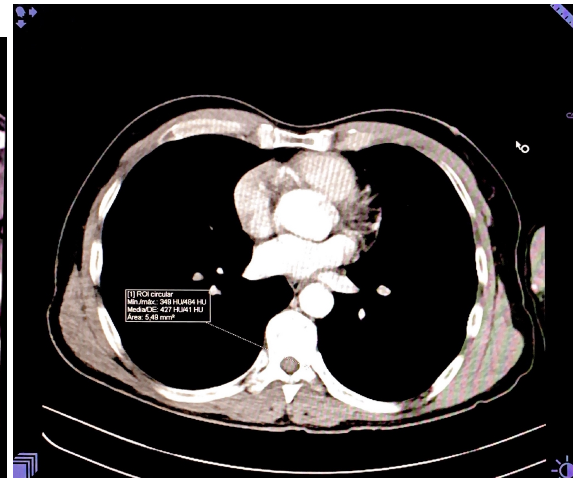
Tomografía paciente 9
